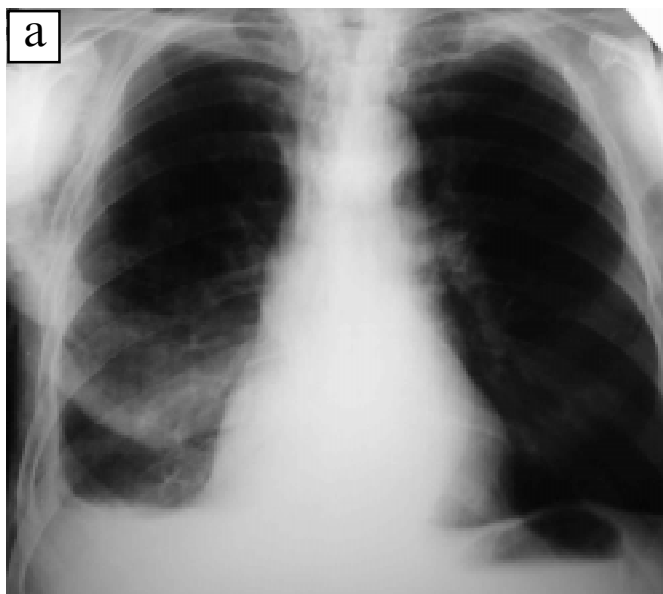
а,б. Контрольна рентгенограма легенів: стан після нижньої лобектомії справа
